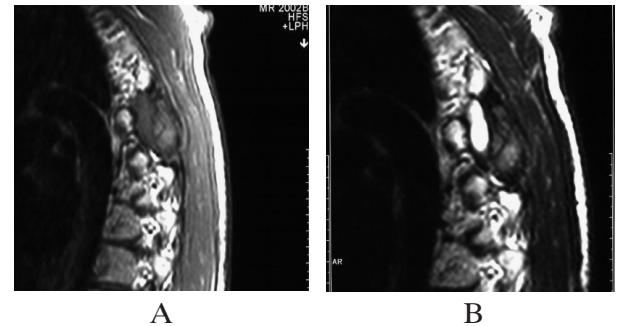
MRI εγκεφάλου: α) T1 ακολουθία μετά την IV χορήγηση παραμαγνητικής ουσίας, όπου επιβεβαιώνεται η έντονα εμπλουτιζόμενη βλάβη στον οπίσθιο κρανιακό βόθρο (AP) β) στην T2 ακολουθία η βλάβη απεικονίζεται με ενδιάμεσης έντασης σήμα, ενώ αναδεικνύεται και το περιεστιακό οίδημα με υψηλής έντασης σήμα. Υποδόρια κυστική συλλογή όπισθεν της παλαιάς κρανιεκτομίας (AP) ινιακά.
